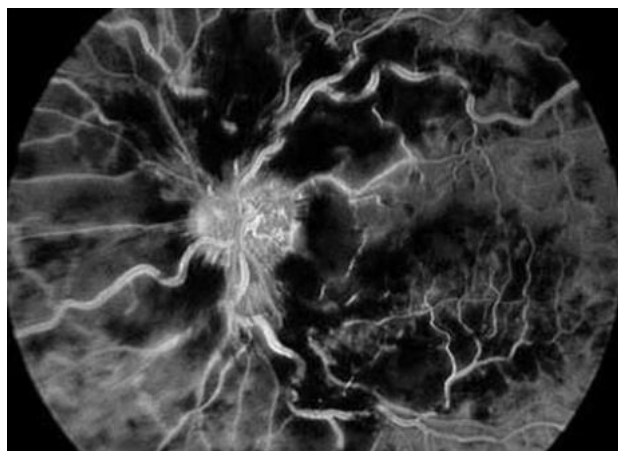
Ангиографическая картина при тромбозе ЦВС ишемического типа. ФАГ. Поздняя фаза. Наблюдается гиперфлюоресценция ДЗН, неравномерное контрастирование вен, обширные зоны отсутствия перфузии, «обрубленный» вид капилляров вблизи ишемических зон.
